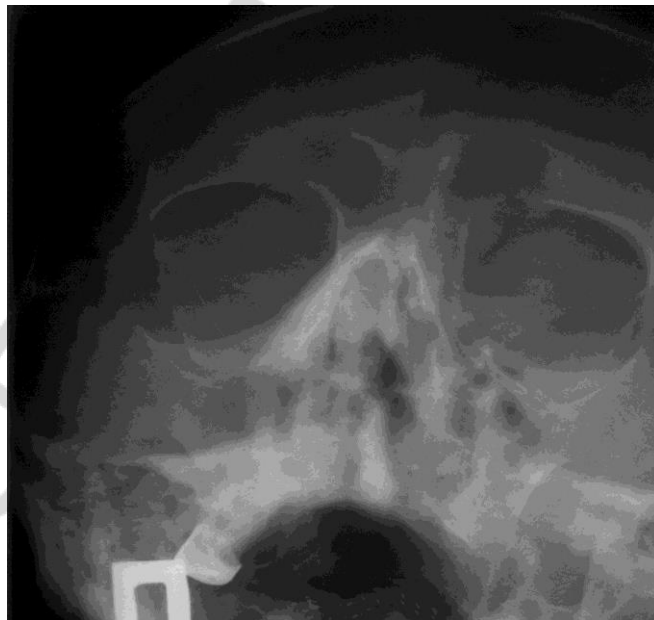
Рентгенография черепа в носоподбородочной проекции. Перелом костей носа со смещением отломков кнаружи справа, кнутри слева (вдавленный), перелом носовой перегородки
